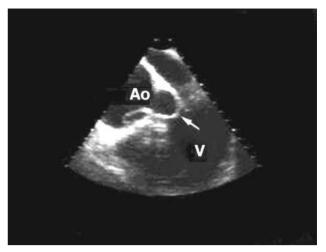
Ecocardiografía transesofágica. En la imagen de la izquierda se observa una puerta de entrada grande distal al arco aórtico. En la imagen de la derecha se visualiza el colgajo intimal prolapsado dentro del ventrículo izquierdo (flecha) a través de la válvula aórtica, demostrándose la etiología de la insuficiencia aórtica severa.
